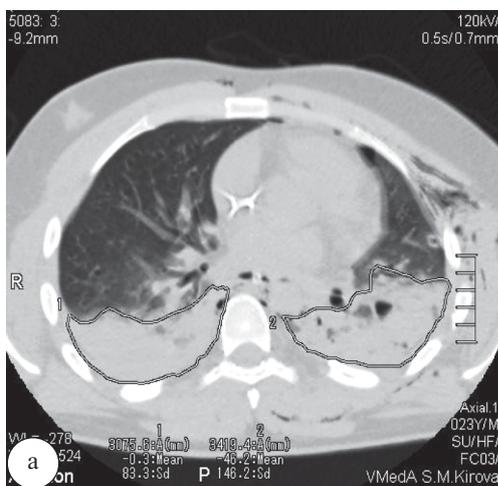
КТ-груди. Аксиальные срезы, легочный режим. Двухсторонний ушиб легких обведен замкнутой криволинейной линией
